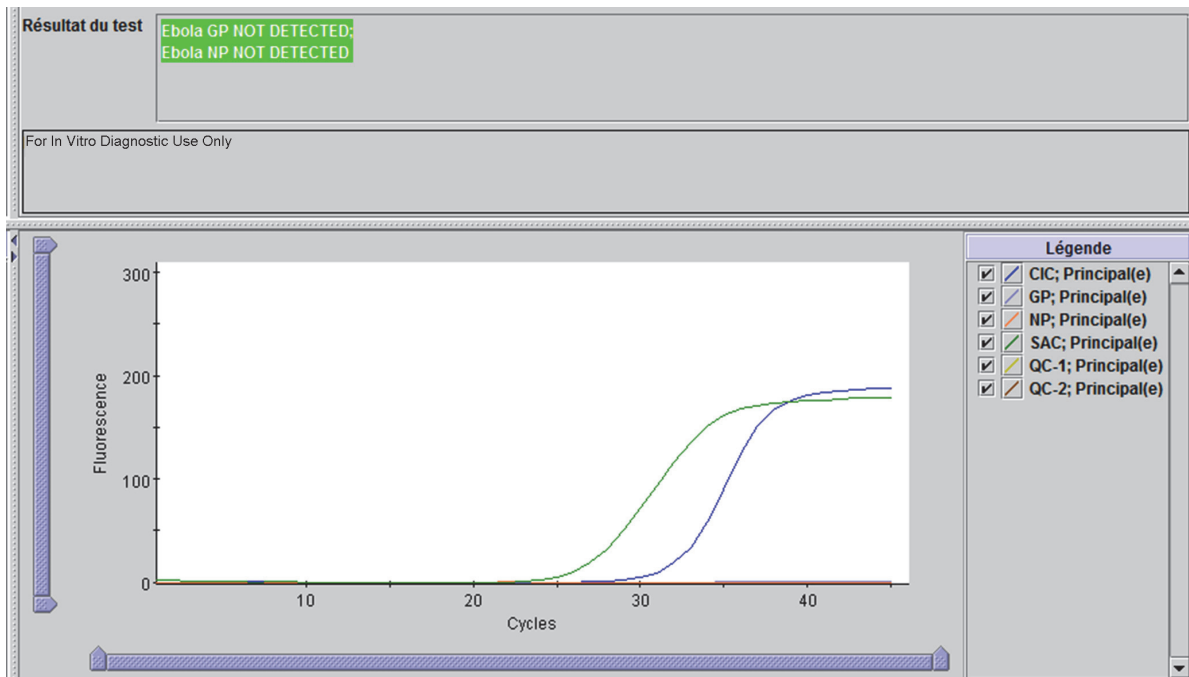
Ebola GP NOT DETECTED (GP Ebola NON DÉTÉCTÉE), Ebola NP NOT DETECTED (NP Ebola NON DÉTÉCTÉE)
